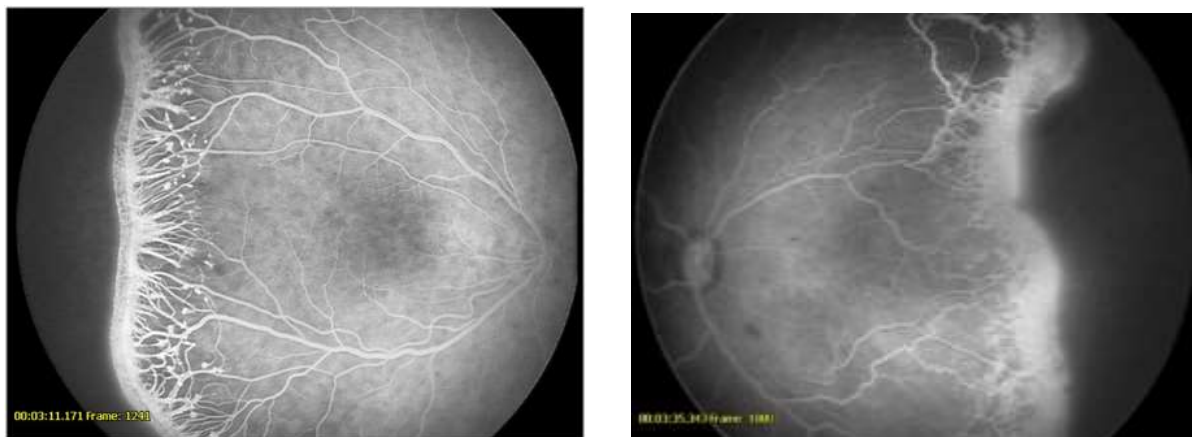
ФАГ на 3 стадии РН с неблагоприятным типом течения, артериальная фаза (слева) и поздняя артериовенозная фаза (справа): обширная площадь неперфузируемой аваскулярной сетчатки, ватоподобный характер гиперфлюоресценции в зоне вала экстраретинальной пролиферации, маскирующий состояние сосудов на поздних фазах, множественные мелкие гиперфлюоресцентные очажки, располагающиеся вблизи аваскулярной сетчатки
